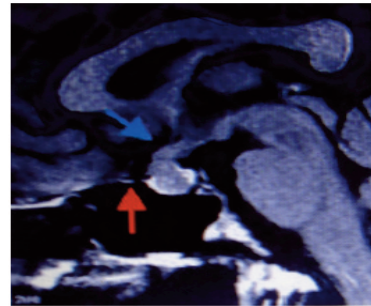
IRM coupe sagittale T1 gadolinium :
